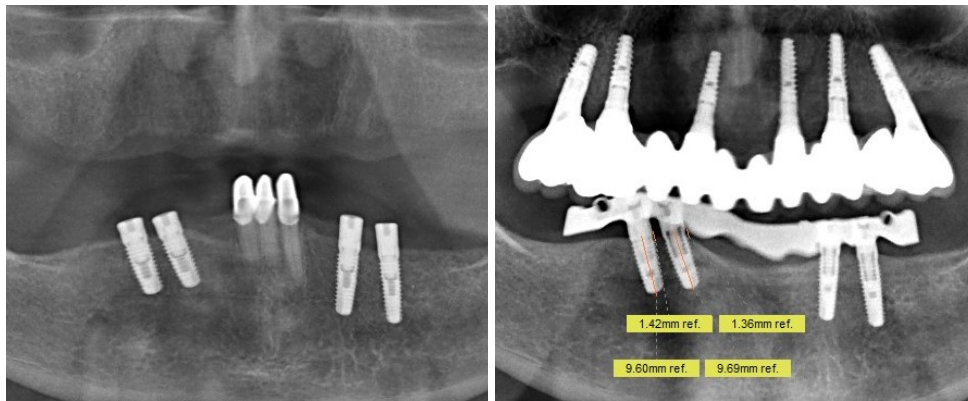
Röntgenologische Situation bei Frau K. unmittelbar postoperativ (links) und zum Zeitpunkt der Follow-up Untersuchung (rechts)
